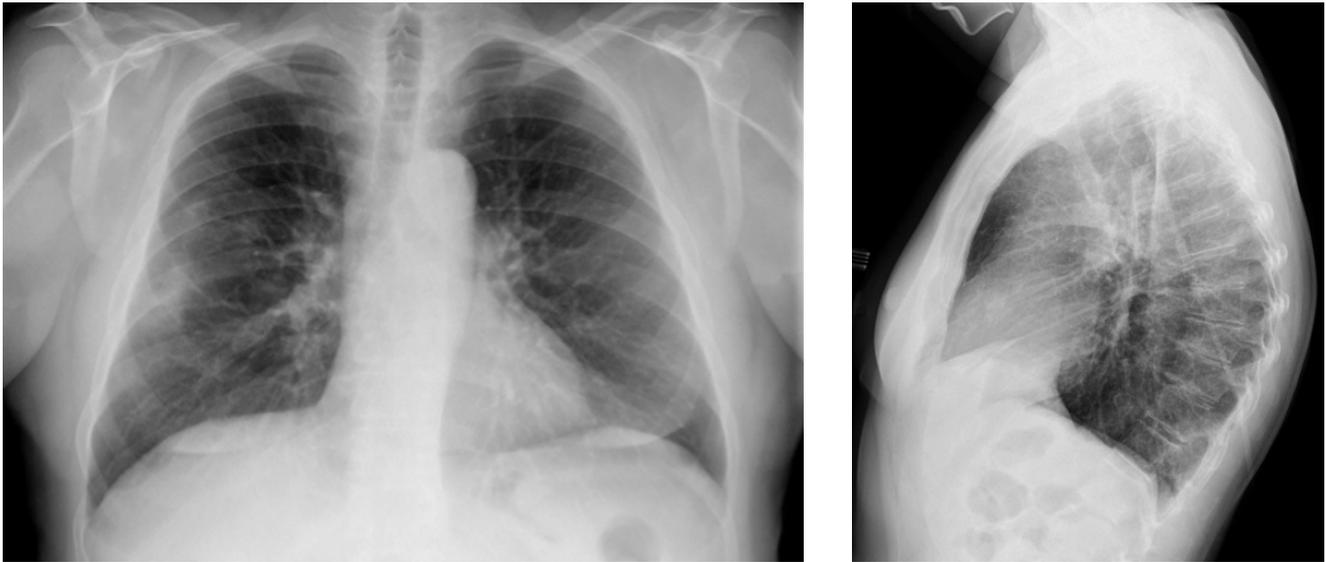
Radiografías de tórax con lesiones compatibles-sugestivas de COVID-19 (opacidades focales). Fuente: Dr. Jordi Català Forteza, Servicio de Urgencias del Consorci Sanitari Integral.
